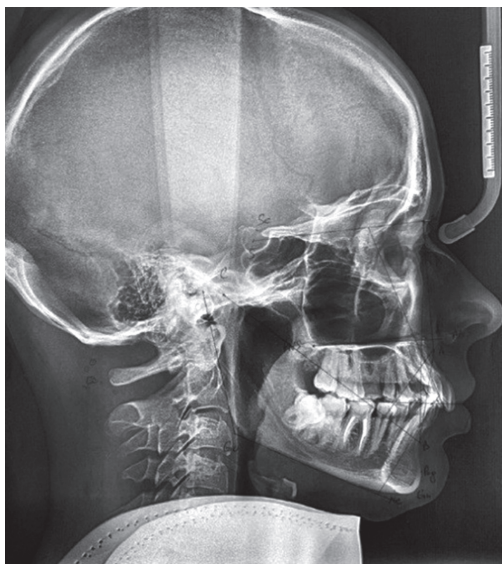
Телерентгенограмма (ТРГ)
